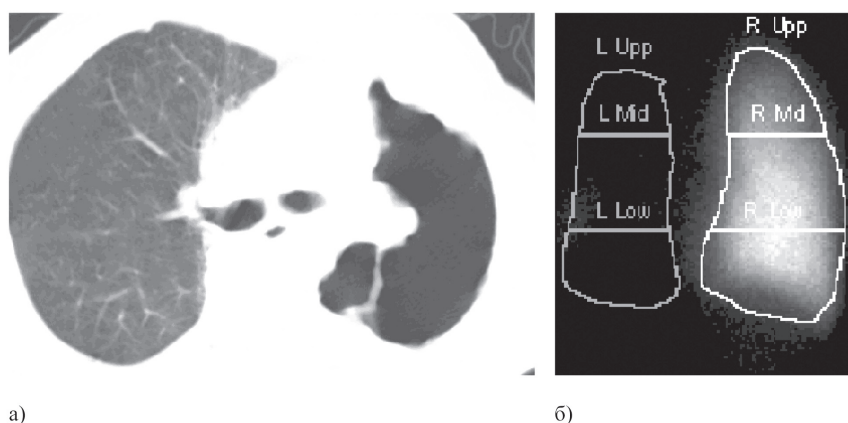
Компьютерная томограмма и сцинтиграмма легких больного П., 48 лет, через год и 3 мес после окончания курса дистанционной лучевой терапии в СОД 60 Гр и ПХТ по поводу центрального рака левого легкого $T_4N_2M_0$: а) полость в проекции верхней доли слева на фоне двустороннего лучевого пневмофиброза, б) полное отсутствие легочного кровотока слева
